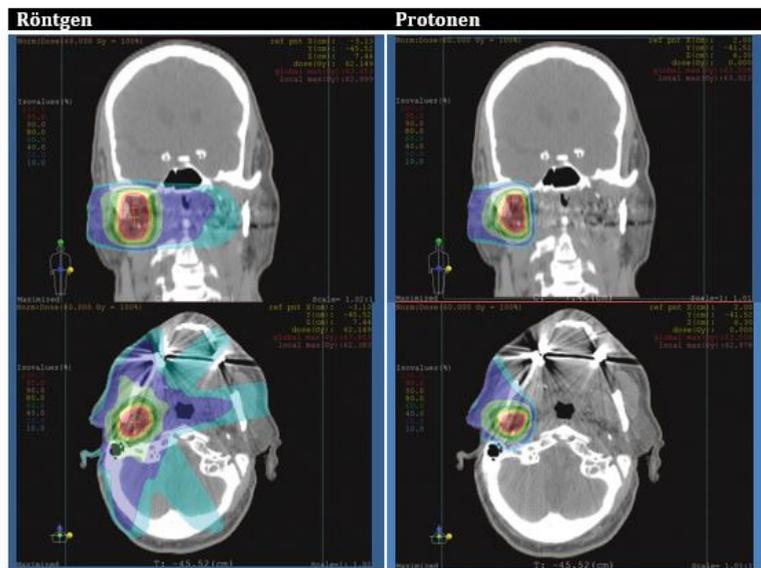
Eindringtiefe von Röntgen- oder  $\gamma$ -Strahlen (links) und Protonenstrahlen (rechts)
